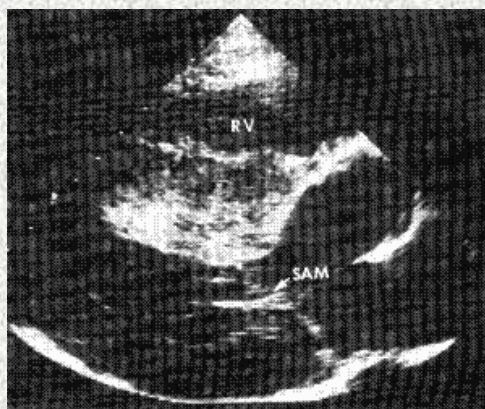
ecocardiografía 2D vista paraesternal eje largo donde se observa hipertrofia septal marcada con obstrucción al TSVI y SAM.
